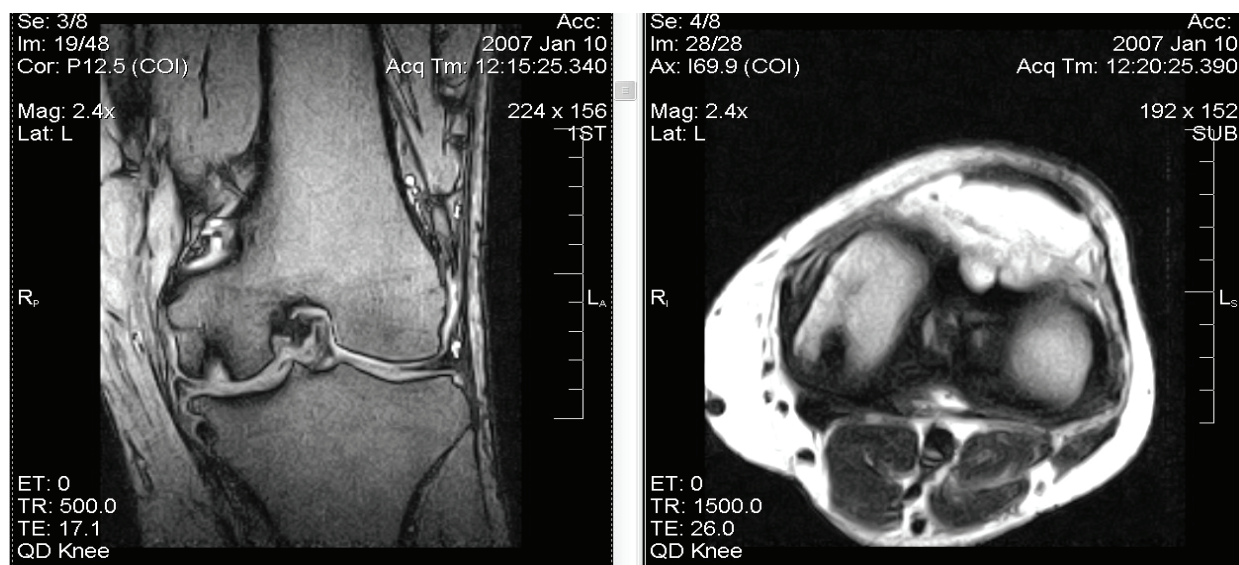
Больная X., 45 лет. МРТ левого КС: фронтальный и аксиллярный снимок. Костно-хрящевой дефект V степени за классификацией ICRS медиального отростка левой бедренной кости.
